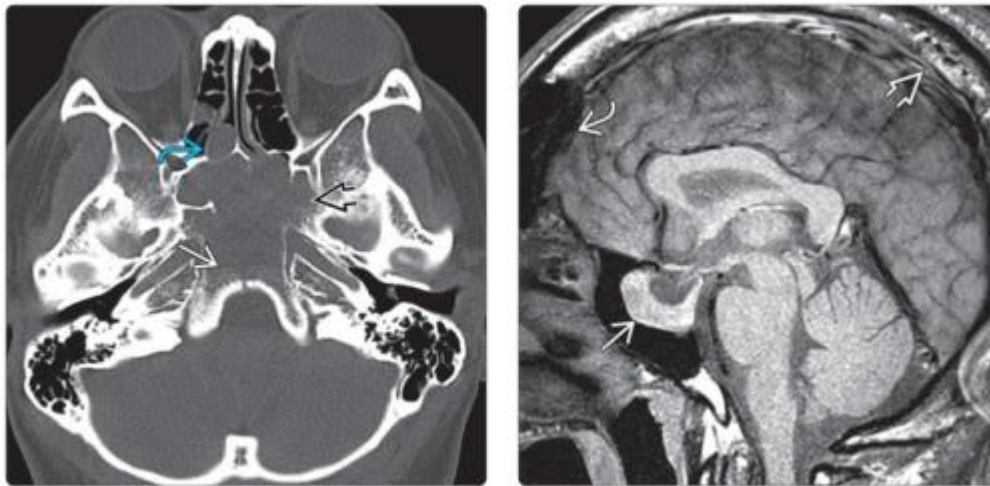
Macroadenoma na TC e RM. Fonte: Osborn et al., 2016.
